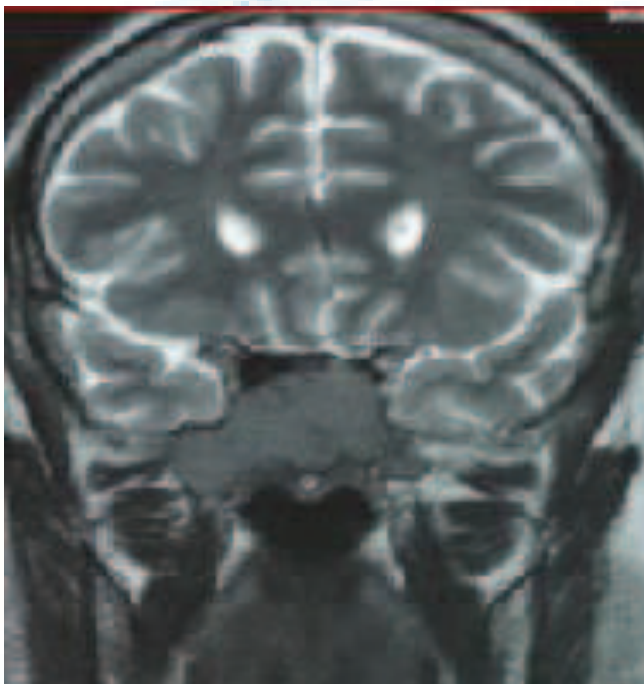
RM, corte coronal.
